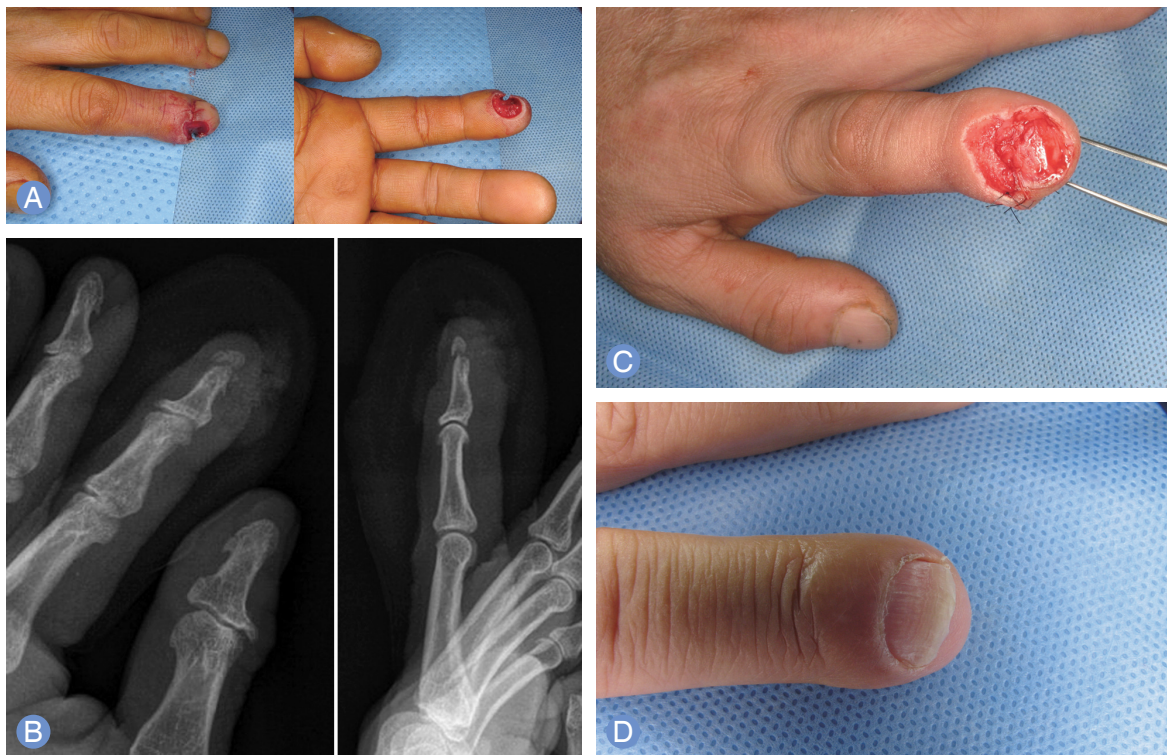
(A) A patient of 58-year-old man sustained a punch injury at a left index finger tip. (B) The radiographic image of the patient shows a fracture with a partial bone defect of the distal phalanx. (C) Reconstruction with a perionychial flap. (D) Postoperative 12 months view.
